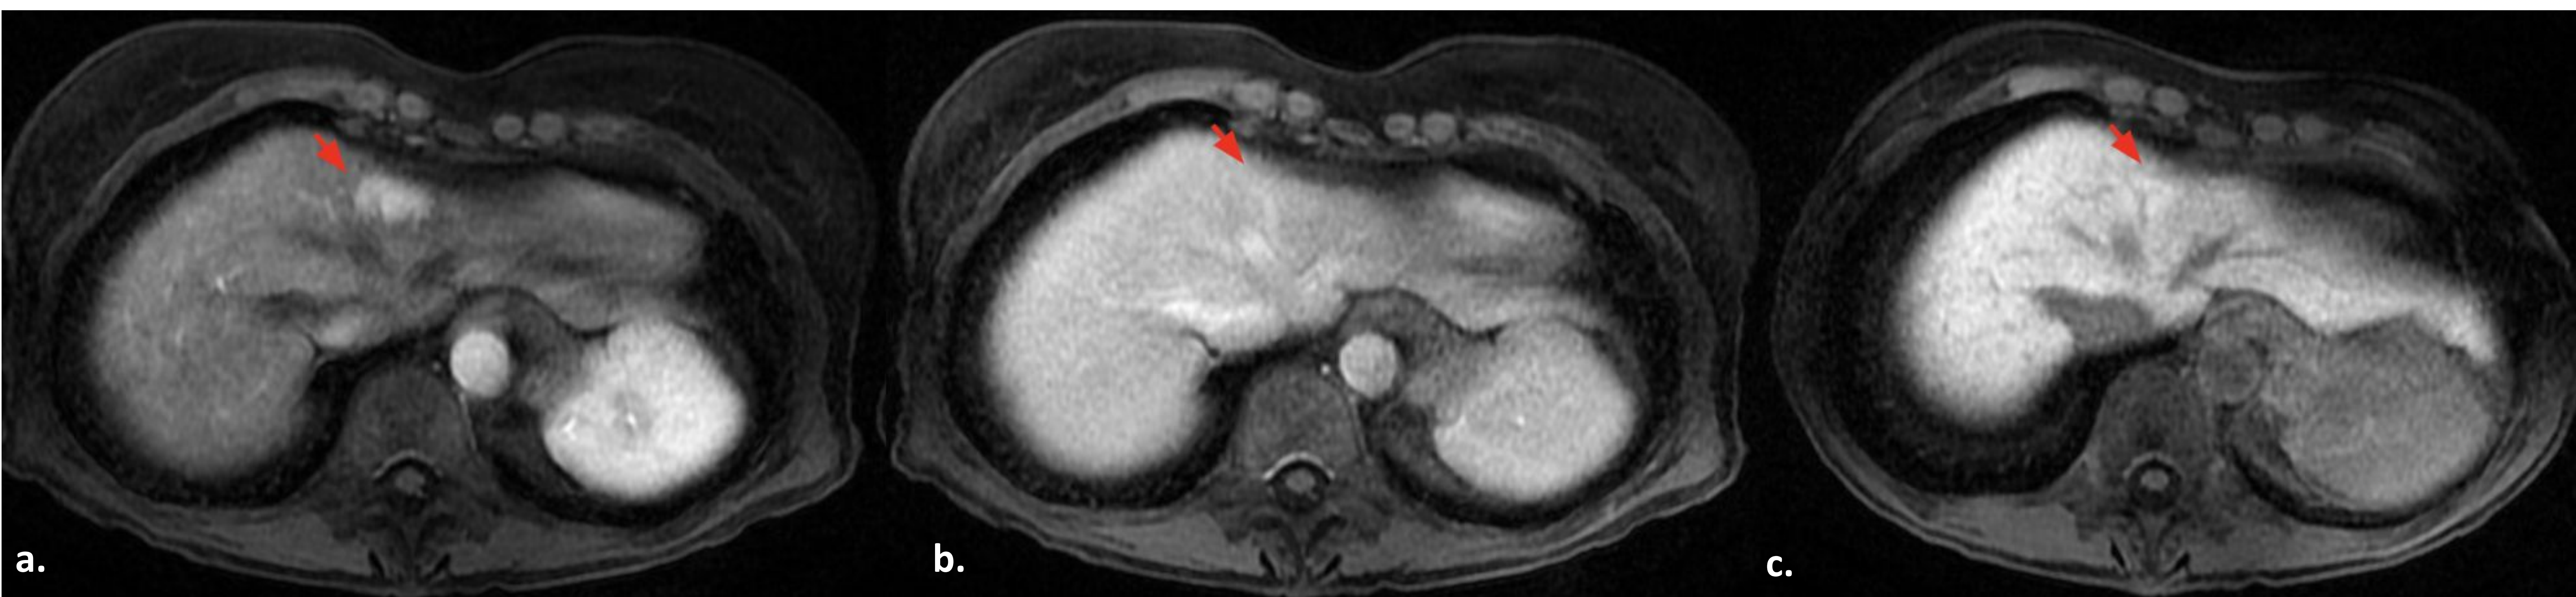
Imágenes de RM con contraste intravenoso hepatoespecífico. Secuencias dinámicas arterial (a.), portal (b.) y celular (c.). Lesión hipervasascular de 2.3 cm en segmento 4, con realce mantenido en fase portal e isointensa en secuencia hepatocelular sugerente de hiperplasia nodular focal; de nueva aparición en paciente tras el tratamiento con plaquitaxel-herceptin para el cáncer de mama.
